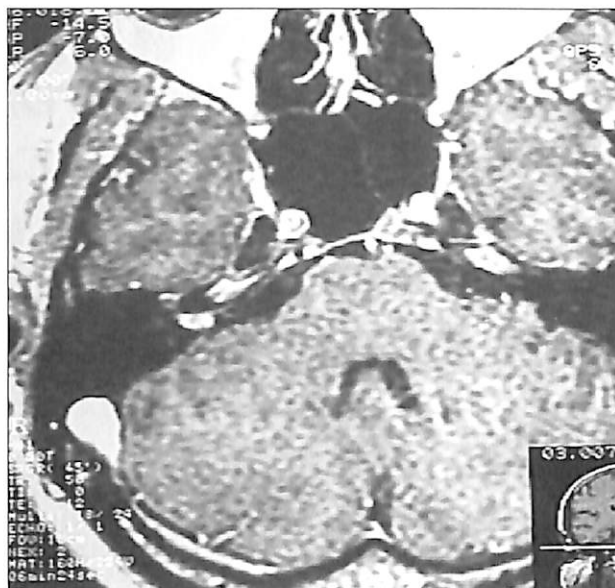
Ressonância Magnética de ossos temporais, mostrando a lesão com hipersinal em T1, ocupando o ângulo pontocerebelar esquerdo e insinuando-se no meato acústico interno.
